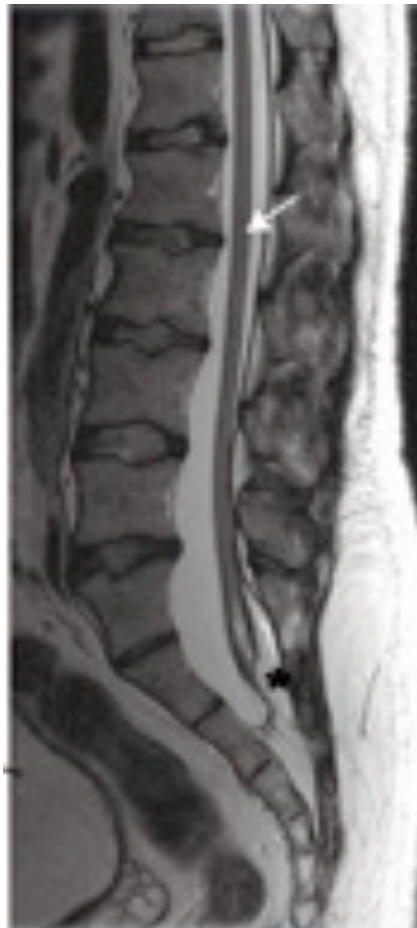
RMN de un paciente de 8 años que muestra médula anclada, años después del cierre del MM
